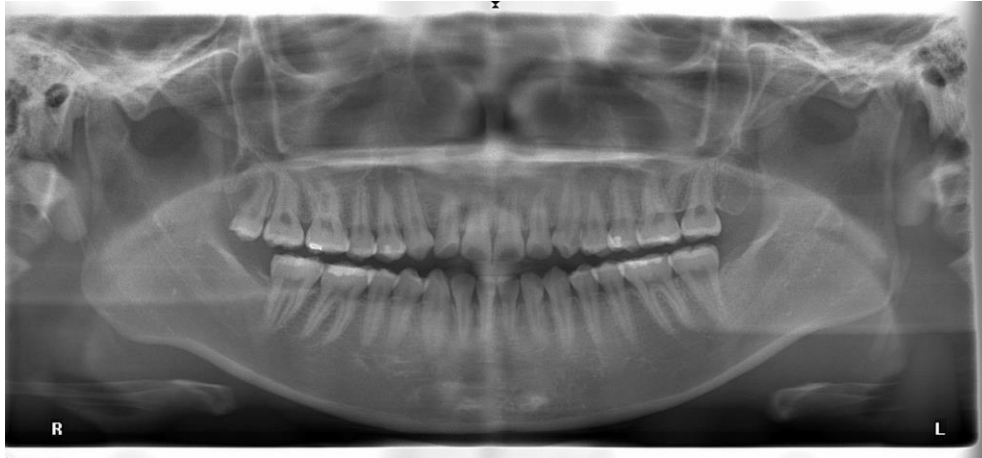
Radiografía panorámica donde se aprecian ambos condilos ubicados en la fosa articular.⁹
